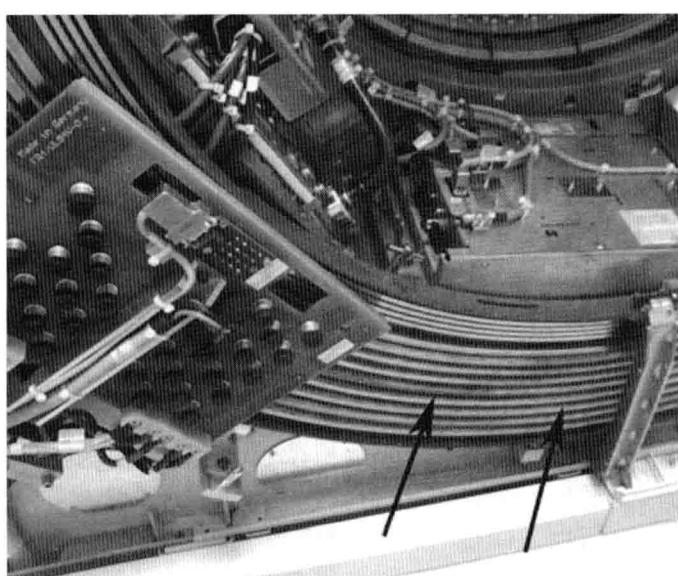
CT扫描仪的滑环(箭头所示)。接触部分固定在大的、运行在传导性金属轨道的金属板上,在整个机架自由旋转时滑环提供电力和传送数据。
